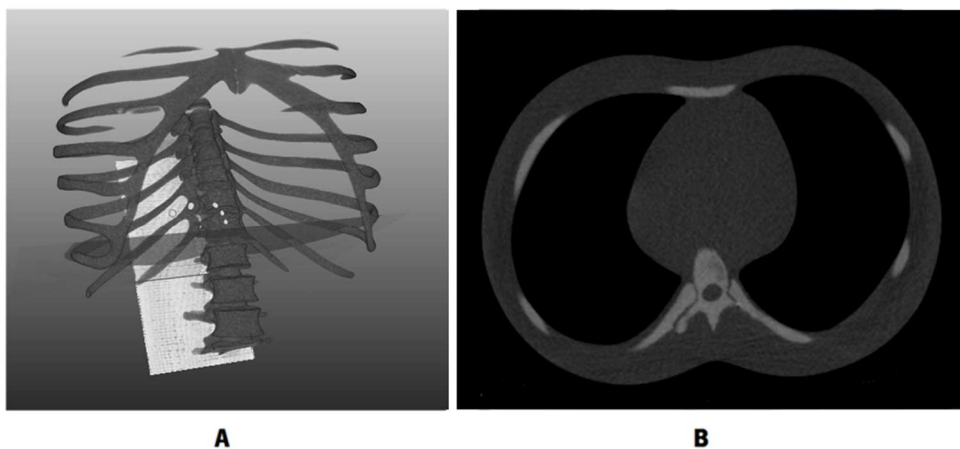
(A) Representação 3D da TC do *phantom*, com as estruturas ósseas evidenciadas relativamente às outras estruturas. (B) Imagem de um plano axial (*slice*) da TC feita ao *phantom*.
